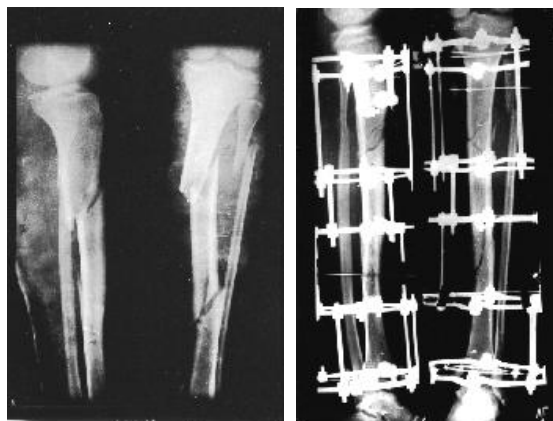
Рентгенограммы больного П., 17 лет при поступлении и после остеосинтеза
